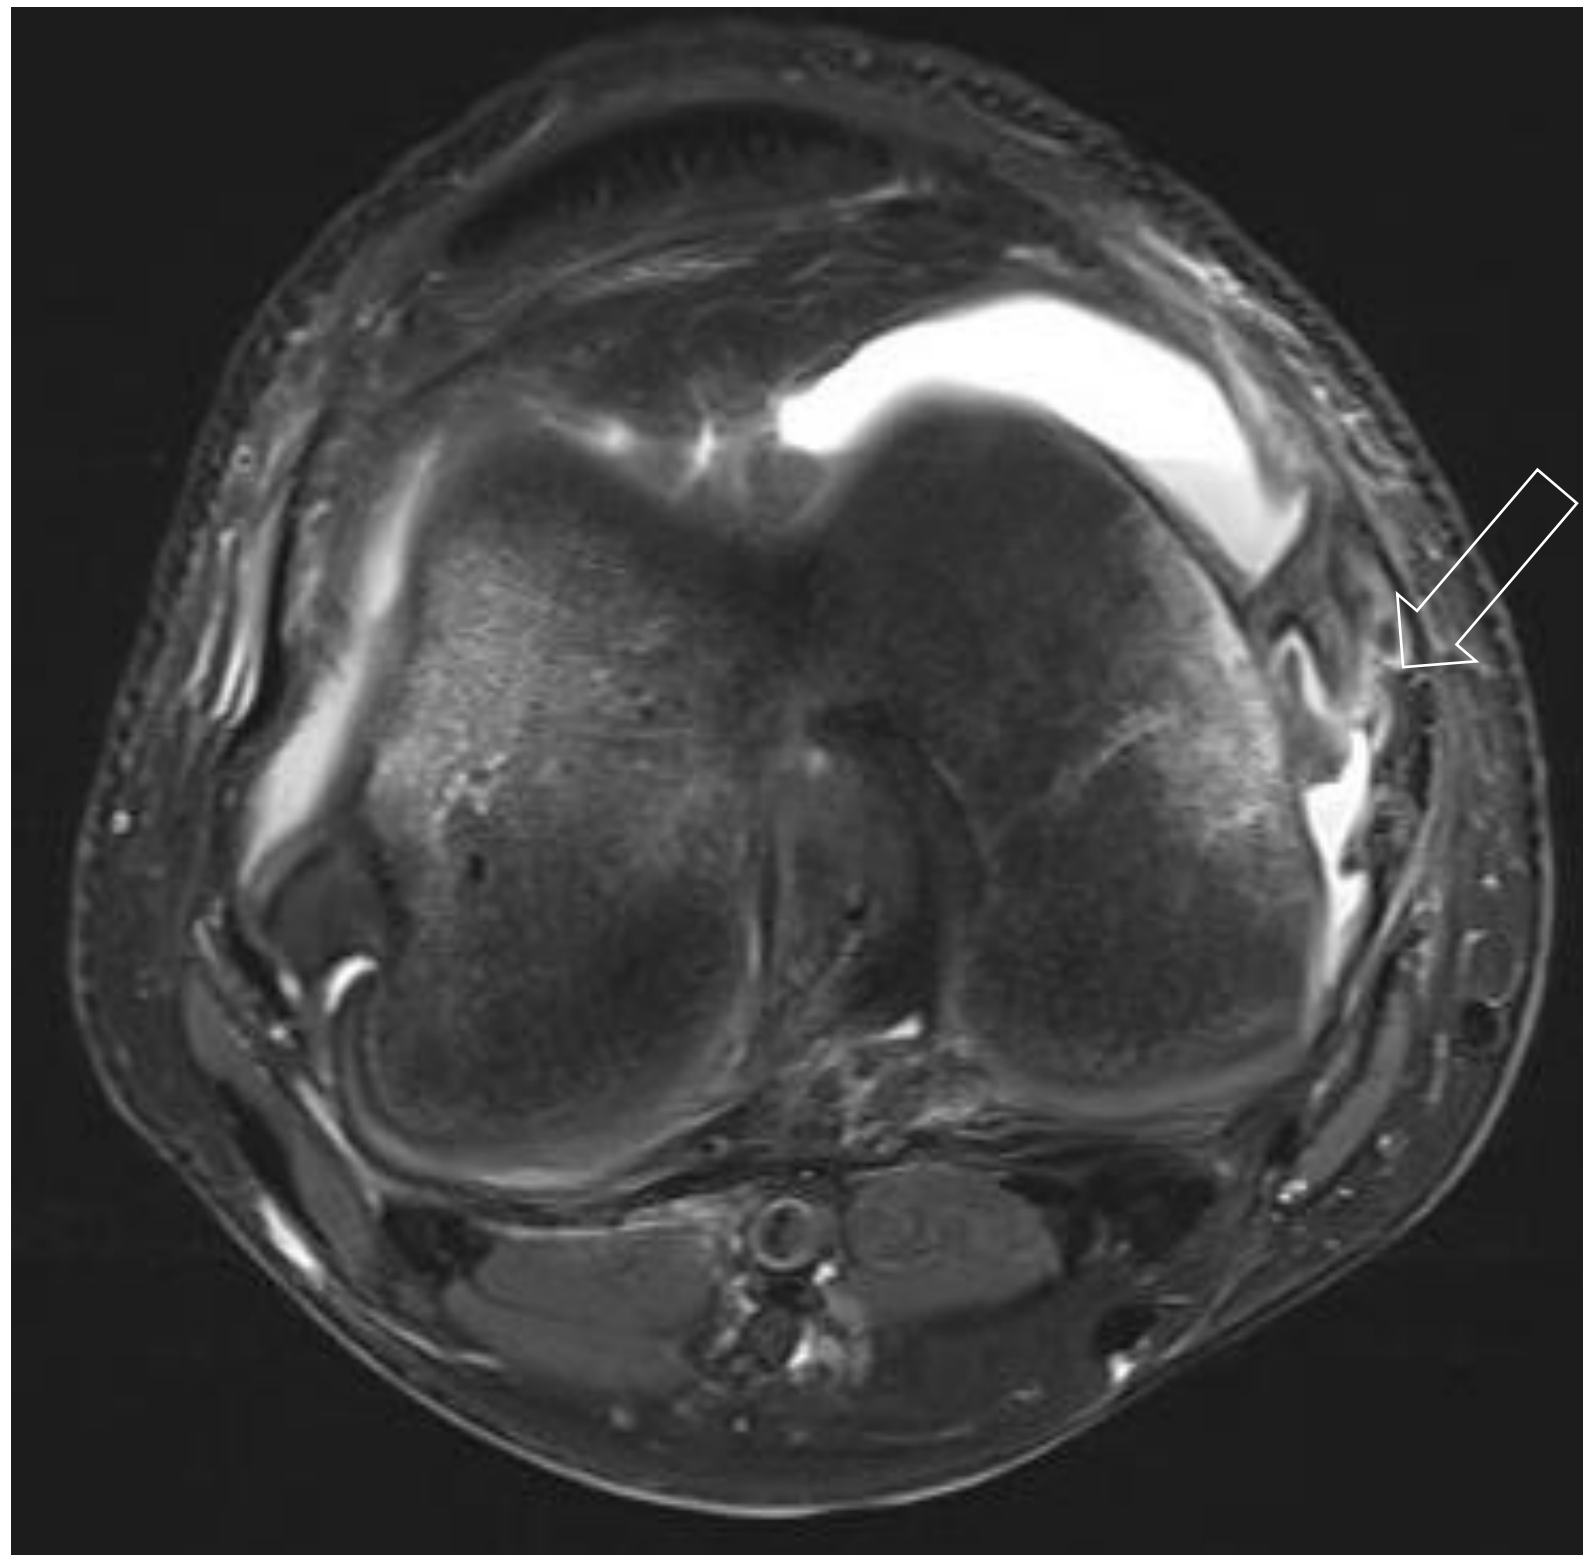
IMAGEN II: RMN CORTE AXIAL EN T2
